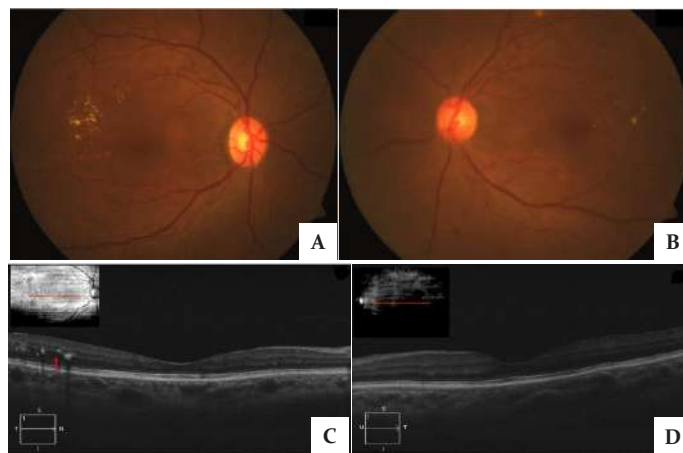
Fotos a color de fondo de ojo posterior a tratamiento con Ranibizumab ojo derecho (A) y ojo izquierdo (B) con disminución del edema macular y exudados lipídicos. C) Tomografía de coherencia óptica posterior al tratamiento con Ranibizumab de ojo derecho: exudados y edema difuso. D) Ojo izquierdo: disminución de exudados y edema intrarretiniano, con espesor dentro de límites normales.
